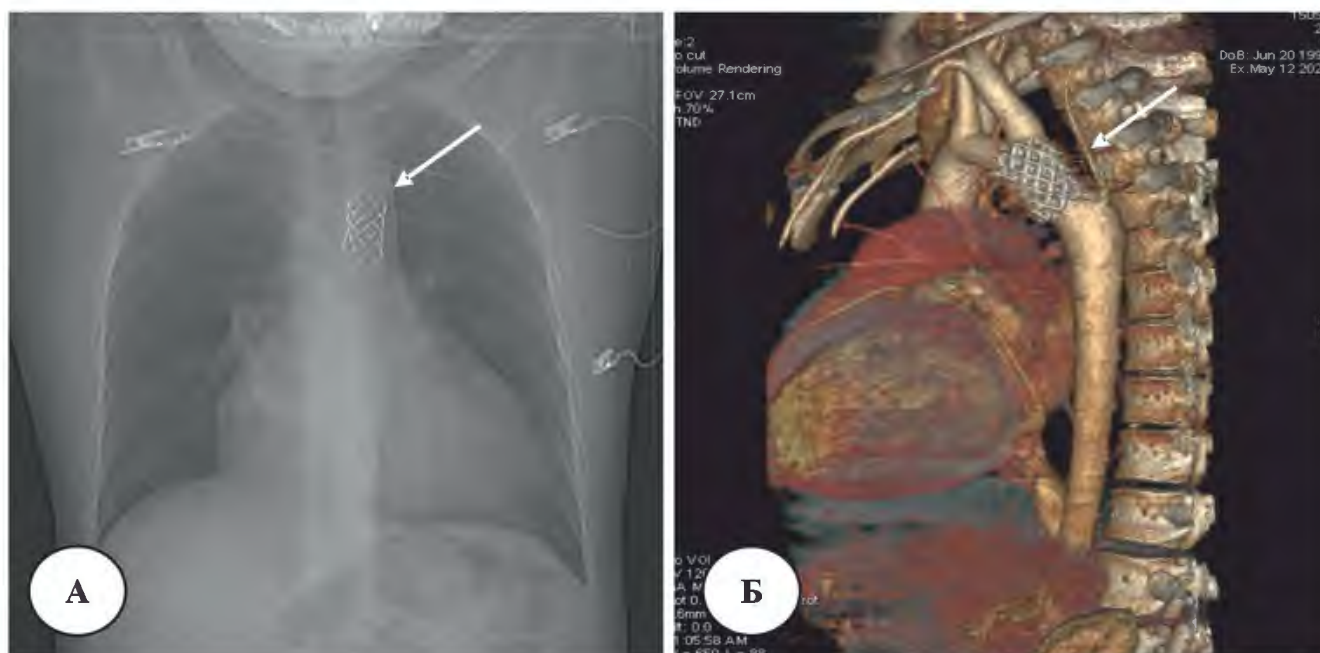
Компьютерная томография аорты через 6 месяцев после вмешательства: а – рентгеновский снимок, б – 3D реконструкция аорты (стрелками обозначен стент, имплантированный в зону коарктации аорты)
